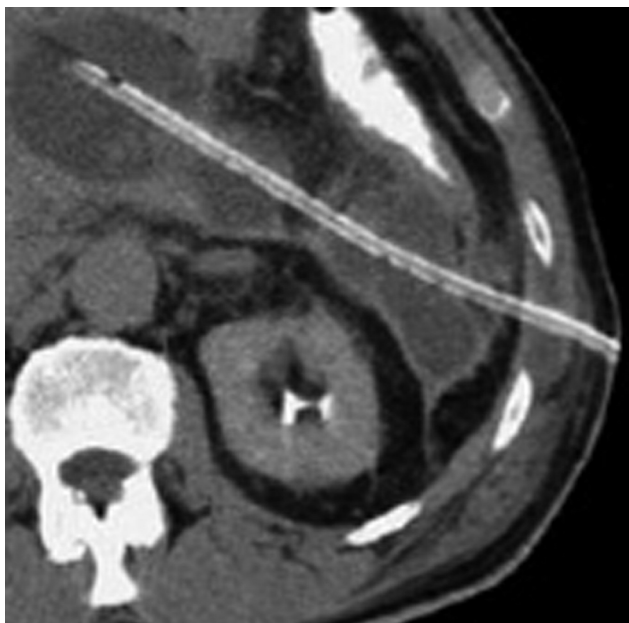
Drenaggio percutaneo TAC guidato
